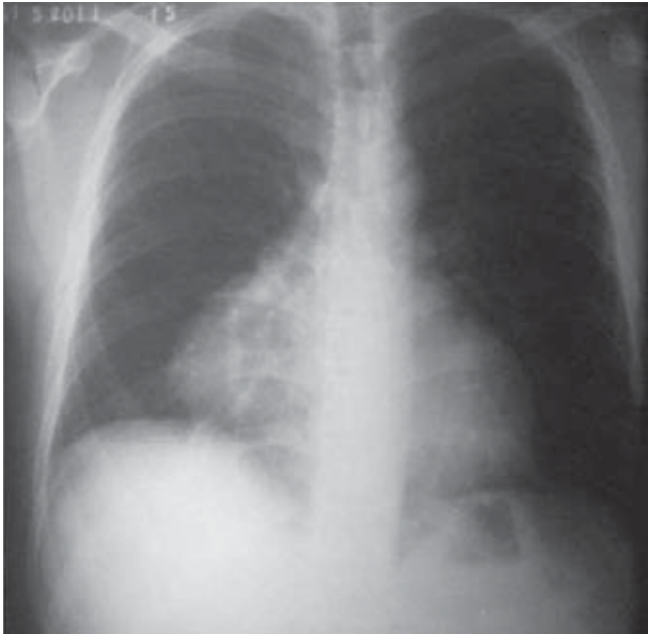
Radiografía de tórax posteroanterior con ensanchamiento mediastinal que desborda el contorno derecho.
